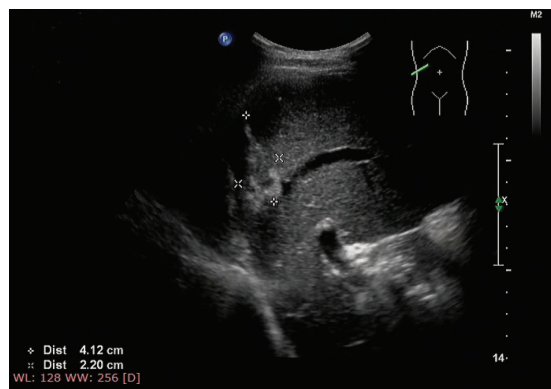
Four months after the operation ultrasound image of the patient
